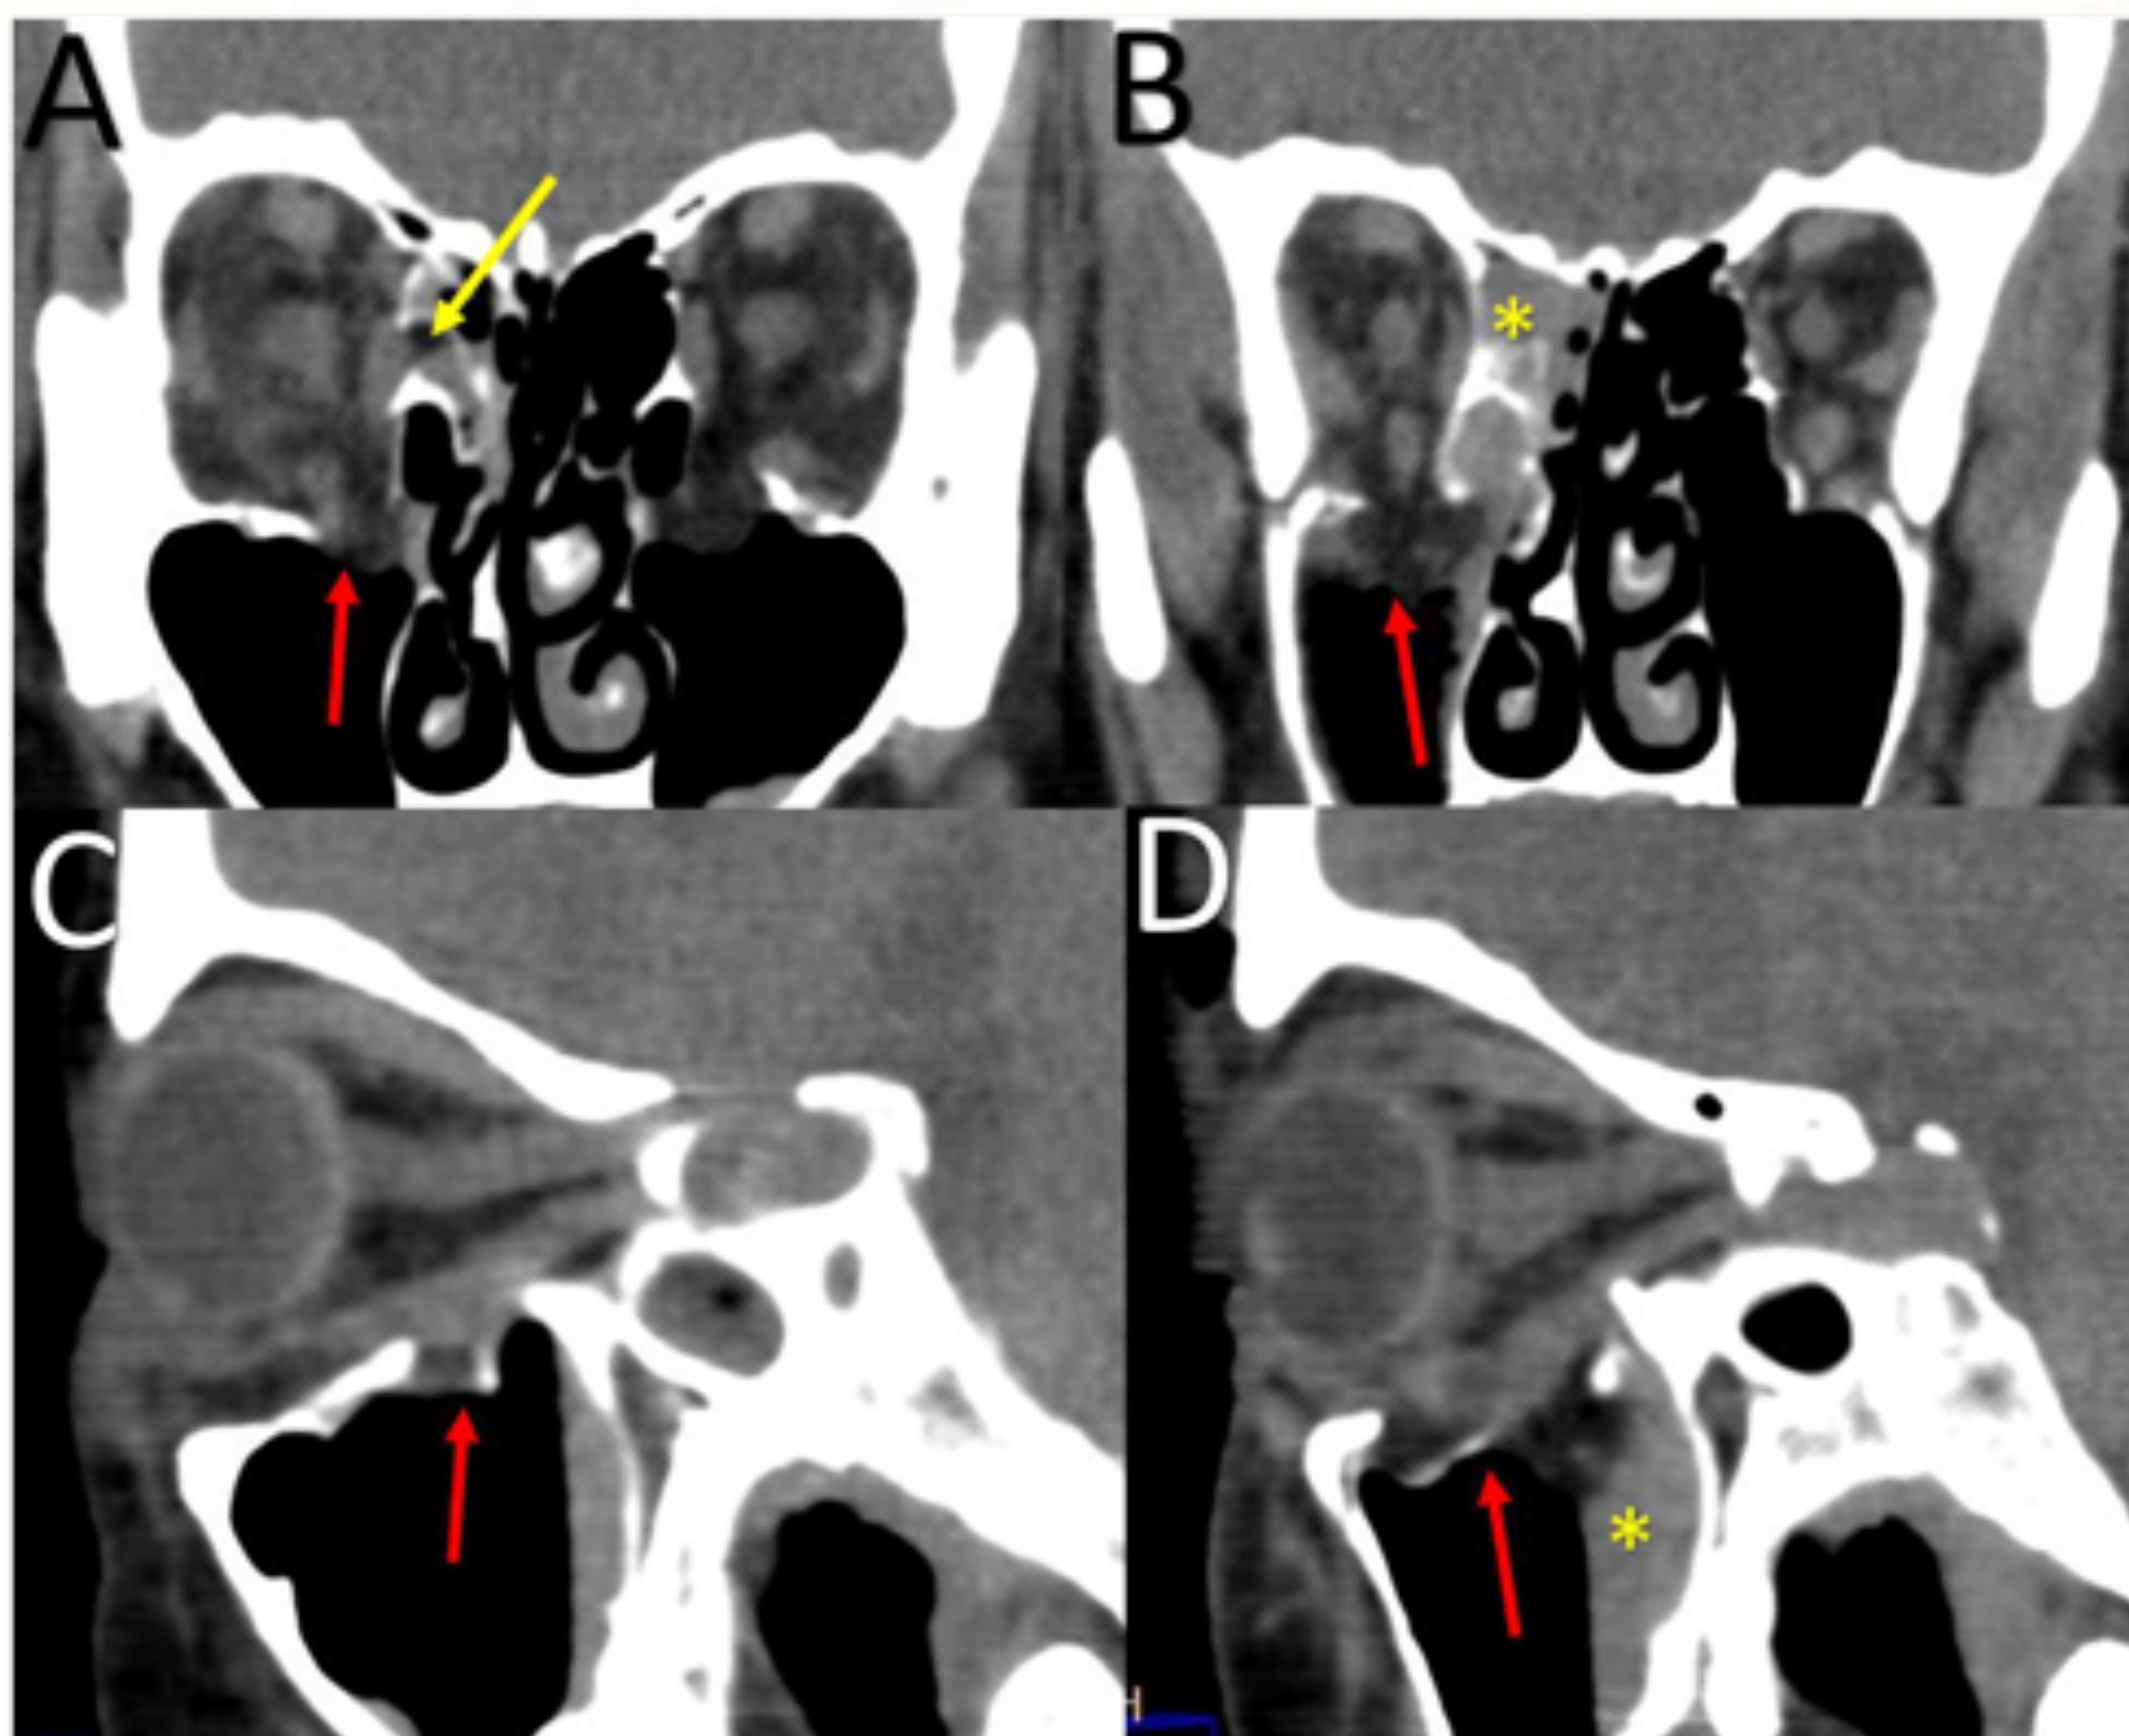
fracturas tipo “blow out”. A y B: TC coronal que muestra fracturas de la pared medial (flecha amarilla) y el suelo orbitario (flecha roja), que desplaza fragmentos óseos y asocia hernia grasa hacia las celdillas etmoidales y el seno maxilar derecho. Se aprecia hemoseno (asteriscos). C y D: la TC sagital muestra mejor la fractura del suelo de la órbita, la herniación grasa y la deformidad y descenso del músculo recto inferior (flecha roja).
